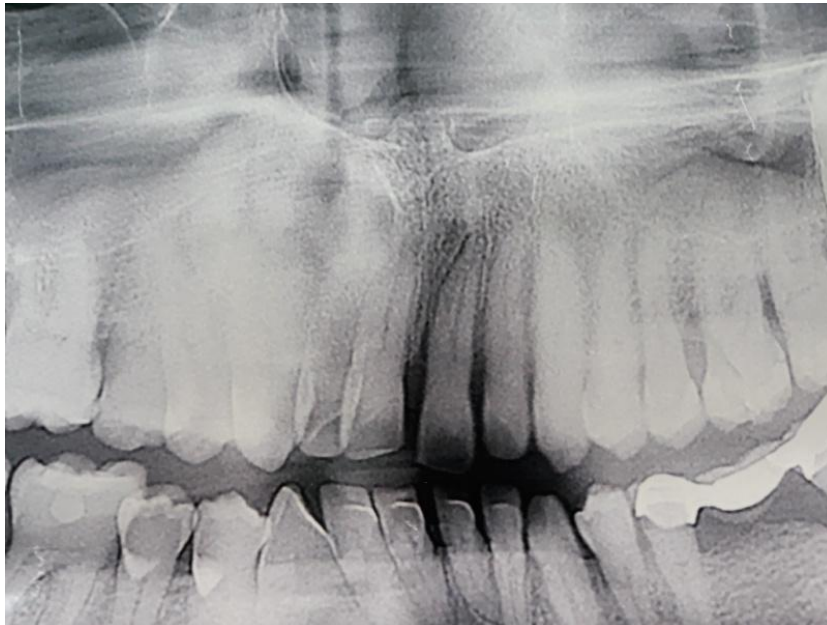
Ортопантомограма хворого N., 44 роки.
